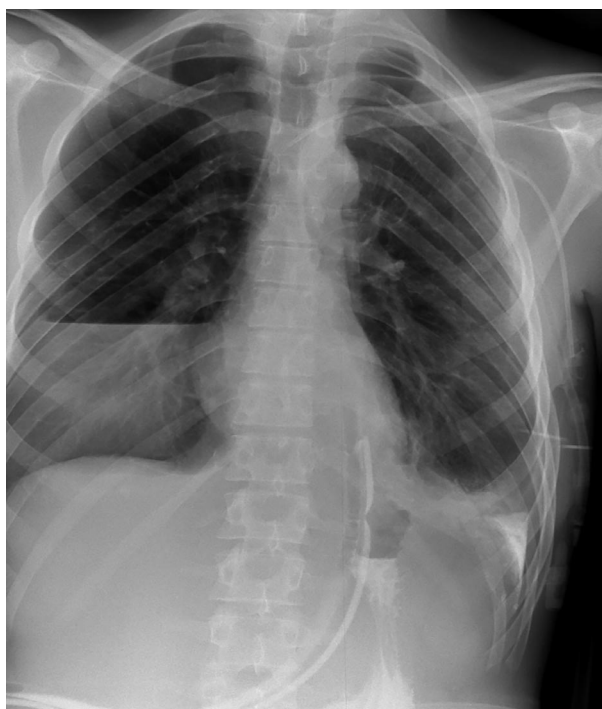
Затек рентген-контрастного вещества в левую плевральную полость
